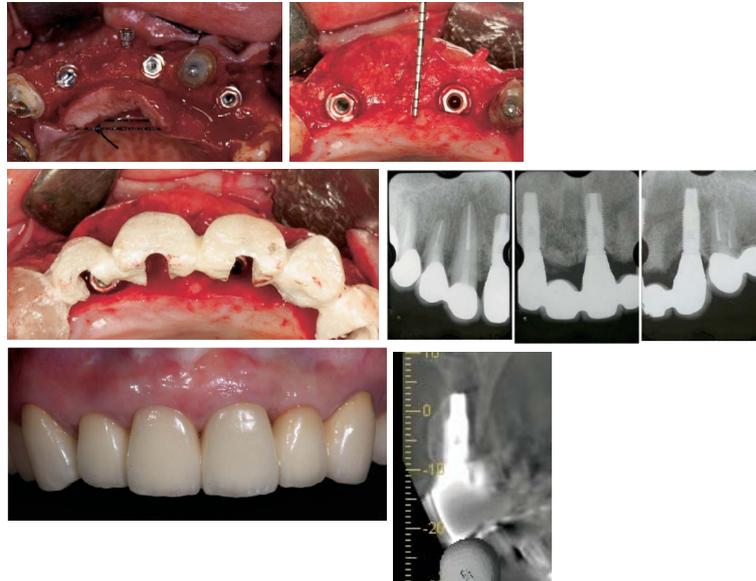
In this case, horizontal augmentation was achieved up to a position buccal to the future gingival margin, which can be seen with the surgical template. Regenerated bone width was almost 4 mm on the buccal side of the platform. Six years after restoration was completed, the CT scan image and the frontal view show that regenerated bone has not resorbed and is adequately supporting the esthetic soft tissue frame.
